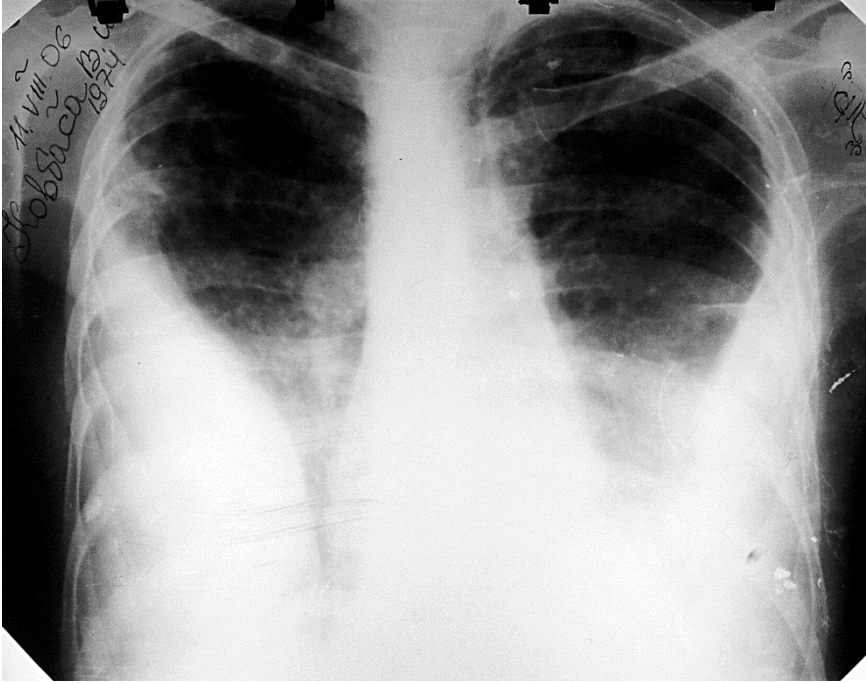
Оглядова пряма рентгенограма. Випадок двобічного плеврального випоту. Другий тип рентгеноморфологічного синдрому плеврального випоту
